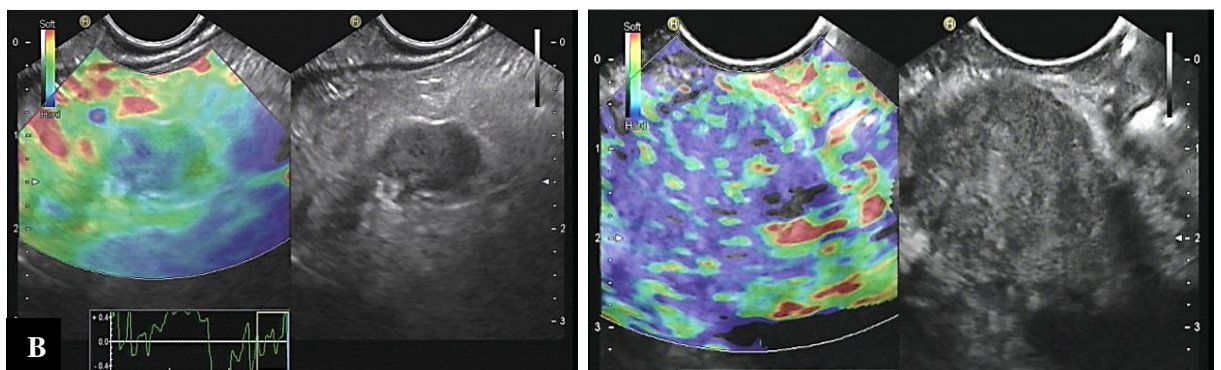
L'élastographie échographique endoscopique peut exclure une tumeur maligne avec un haut niveau de certitude si la lésion est moue (A : TNE bénigne) ou montre une cartographie hétérogène majoritairement dure typique d'une lésion maligne (B : ADCP) (51).
